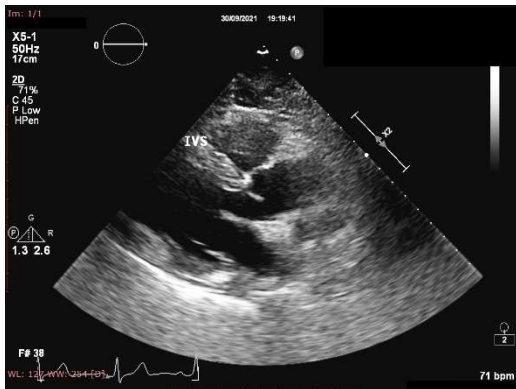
Ecocardiografie 2D, vedere parasternală ax lung demonstrând aspectul hipertrofie concentrică a ventriculului stâng.
